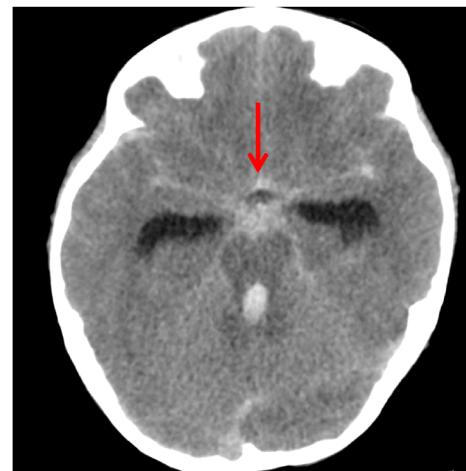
Computed tomography of the head shows subarachnoid hemorrhage
